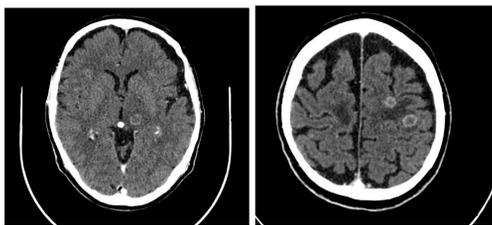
y 2 (Tomografía computarizada craneal 10/2021): Lesiones focales múltiples en ambos hemisferios cerebrales compatibles con metástasis. Pequeños higromas subdurales frontales con un ligero predominio izquierdo
